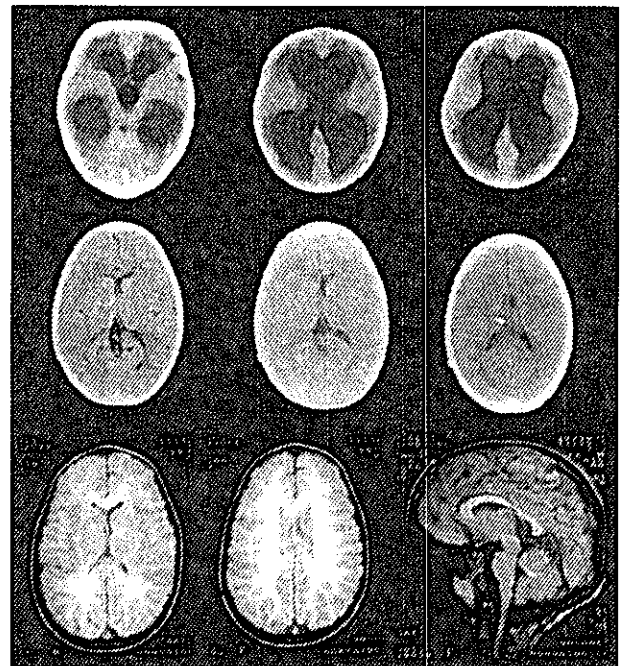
中脳水道狭窄症を伴う小児水頭症シャント先行治療例のCT, MRI
